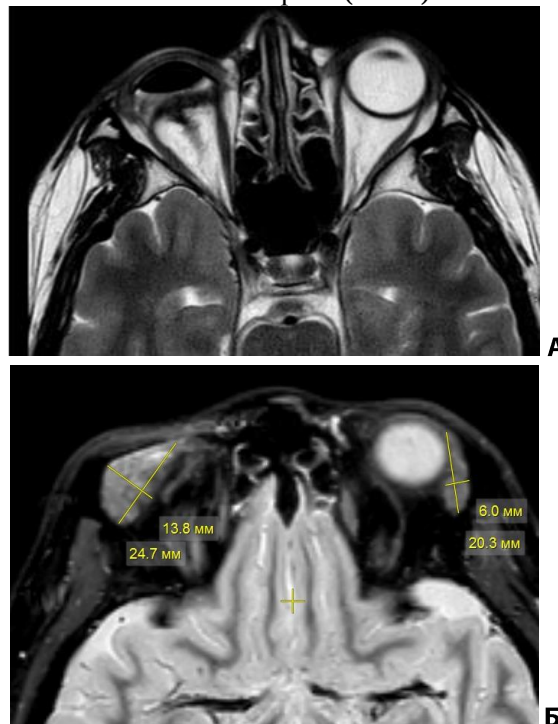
МРТ от 24.10.23 г. А) Анофтальм справа. Б) Увеличенная слезная железа с гиперденсными включениями справа в сравнении с симметричной стороной.
